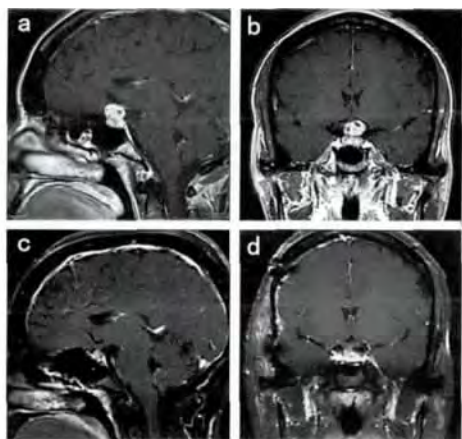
术前MRI矢状(a)及冠状(b) T_1 表现出肿瘤对视交叉的压迫。术后MRI矢状(c)及冠状(d) T_1 表现出减瘤和对视交叉压迫的改善。
